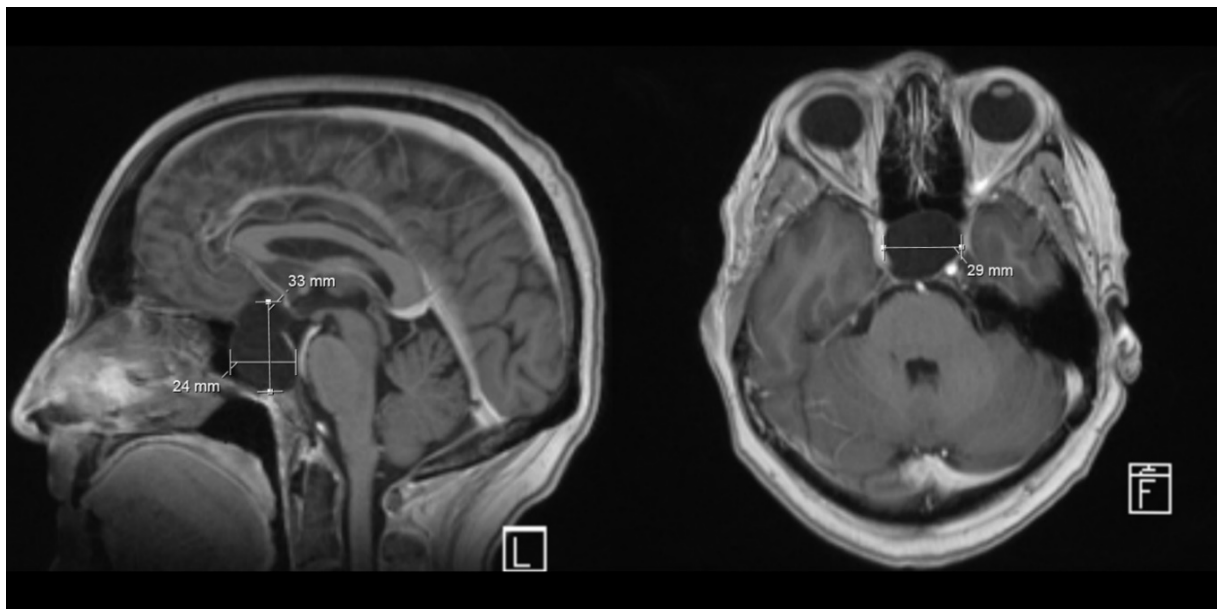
Präoperatives MRT mit Kontrastmittel: Ausgemessen wurde eine 24 x 33 x 29 mm große zystische Raumforderung ohne Kontrastmittel-Enhancement. Das Chiasma opticum ist komprimiert und die Sella deutlich erweitert.
